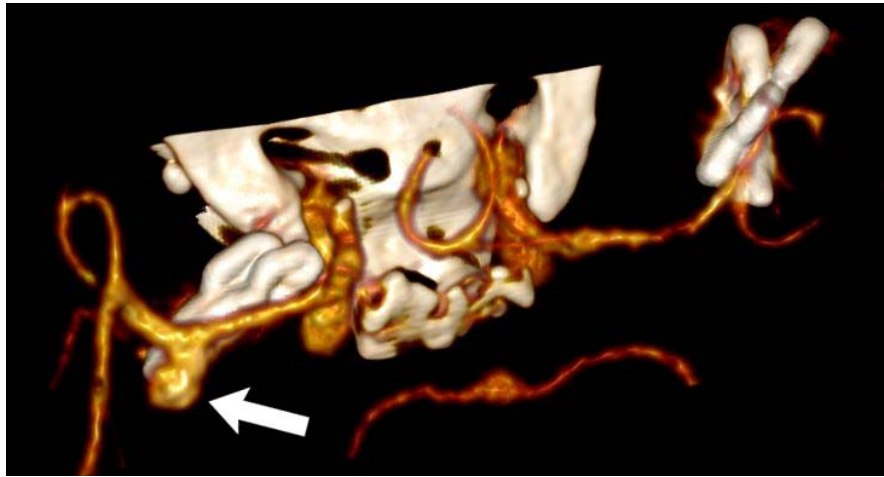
Пациент П., 61 год. Контрольная СКТ-АГ сосудов головного мозга от 06.03.2019: аневризма правой СМА выключена полностью, в области левой СМА отмечается не выключенная из кровотока аневризма (отмечена стрелкой)
